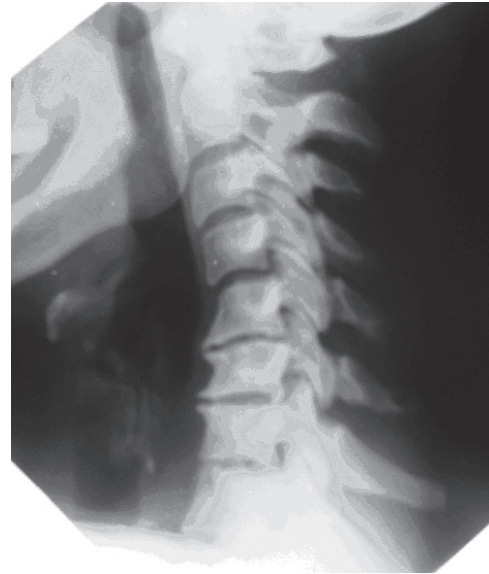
Больной П., 48 лет. На рентгенограмме шейного отдела позвоночника в боковой проекции определяется шейный кифоз («верблюжья шея») в области С4-С5, снижение высоты межпозвонковых дисков в сегментах С5-С7, краевые костные разрастания по передней поверхности тел С5-С7, субхондральный остеосклероз тел этих позвонков. Антелистез С4.
